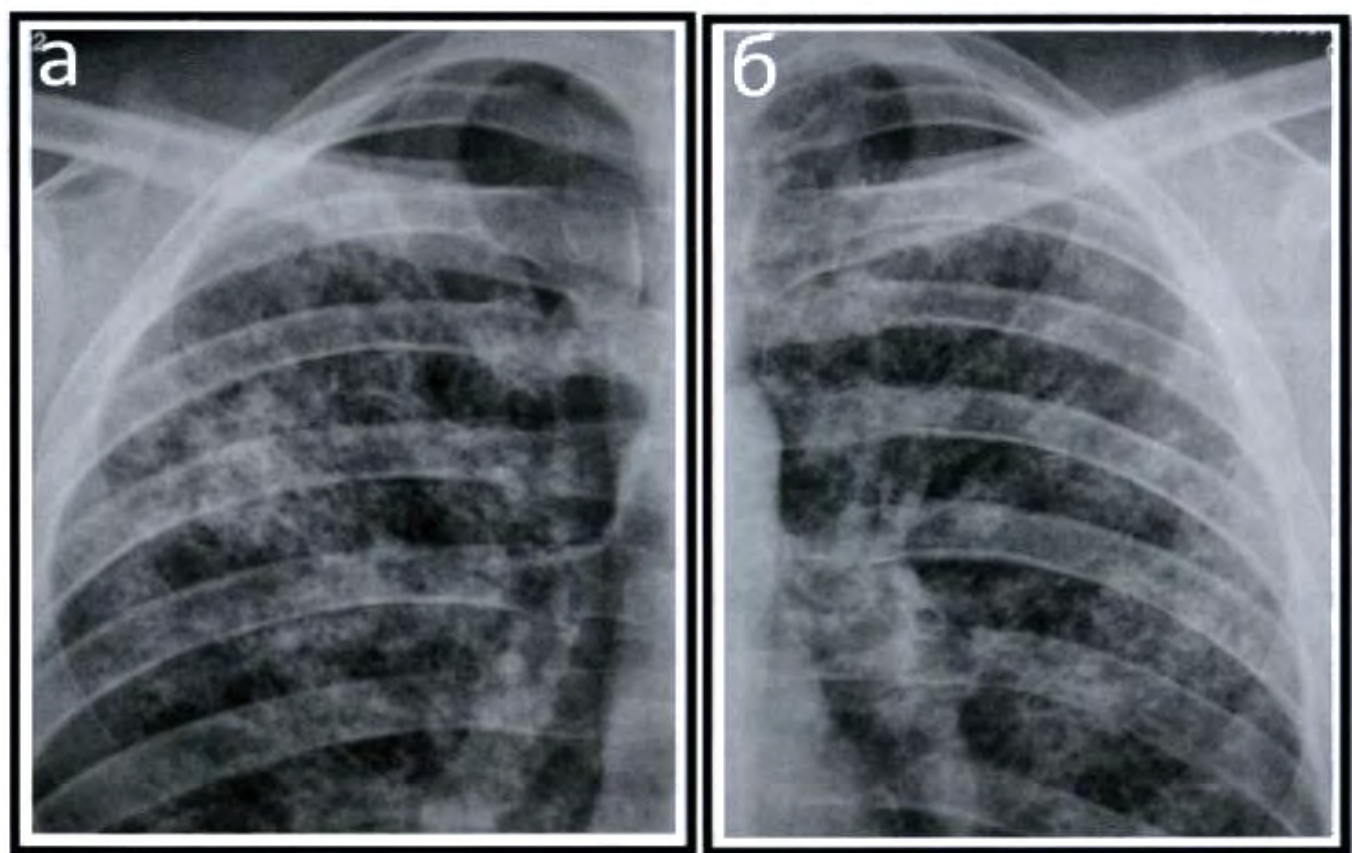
а, б. Синдром подострой диссеминации (рентгенограммы).
